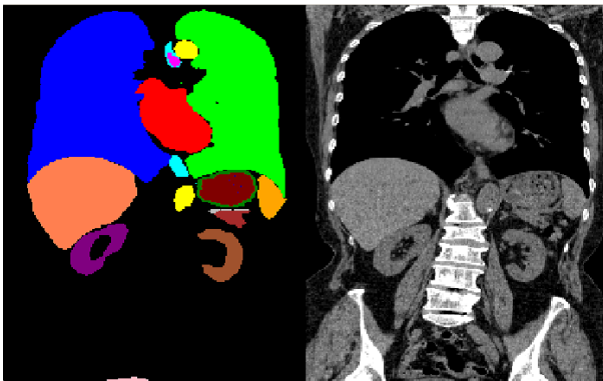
CT 画像とその画像に対し正しくラベル付けされた画像の組の例。左がラベル付けされた画像を表し、右が CT 画像を表す。ラベル付けされた画像において、異なる色の部分は異なる臓器を表し、例えば、赤いラベルが付けられている部分は心臓を表す。
